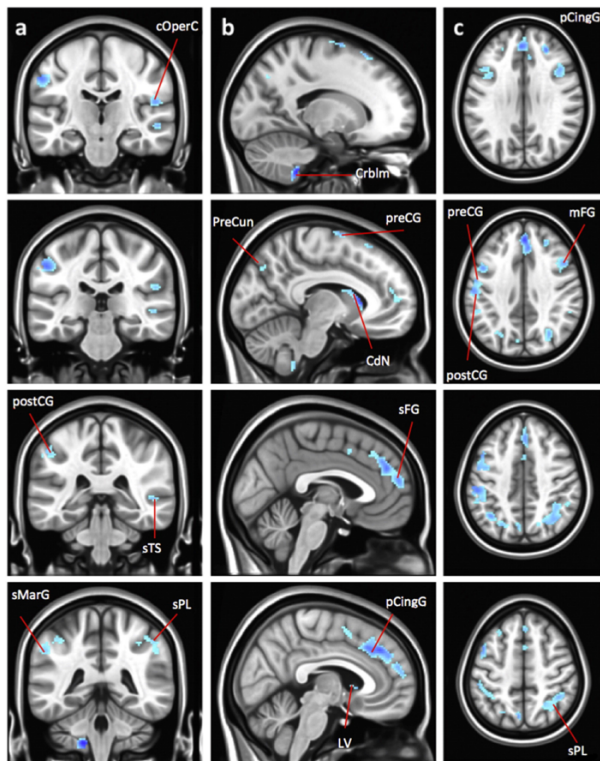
Imagen obtenida por RM que muestra en color celeste las zonas donde se presenta el mayor descenso de volumen durante el día. cOperC: Corteza opercular central, Crblm: cerebelo, pCingG: Giro paracingular, PreCun: Precuneo, PreCG: Giro precentral, CdN: Nucleo cuadado, postCG: Giro poscentral, mFG: Giro frontal medio, sTS: Surco temporal superior, sFG: Giro frontal superior, sMarG: Giro Supramarginal, LV: Ventrículo lateral, sPL: Lobulo parietal superior (tomado de Treffler et al. 2016).
